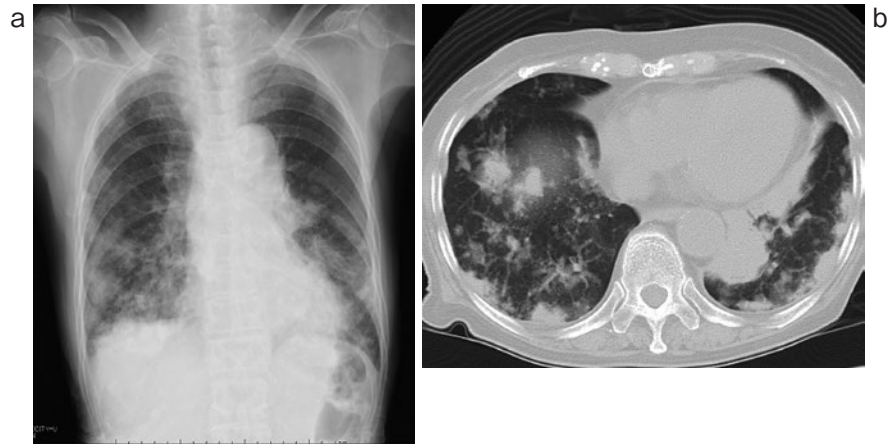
(a) 入院時の胸部X線. 両中下肺野優位に辺縁不明瞭な多発結節影, 浸潤影を認める. (b) 入院時の胸部CT. 両下葉優位に辺縁不整な多発結節影を認める.
